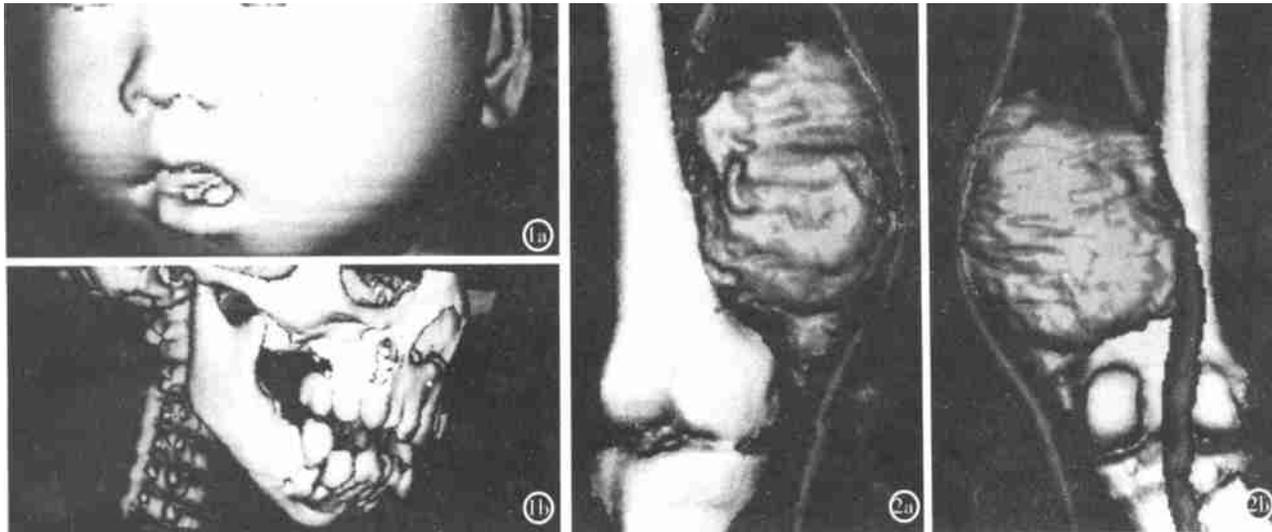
颌面 CT 三维重建图像 a) 颌面部 b) 颌面骨 图 2 右大腿 CT 容积分段显示图像 a) 前面观 b) 后面观 右大腿横纹肌肉瘤 图像可显示肿瘤及其与股骨与血管的毗邻关系
